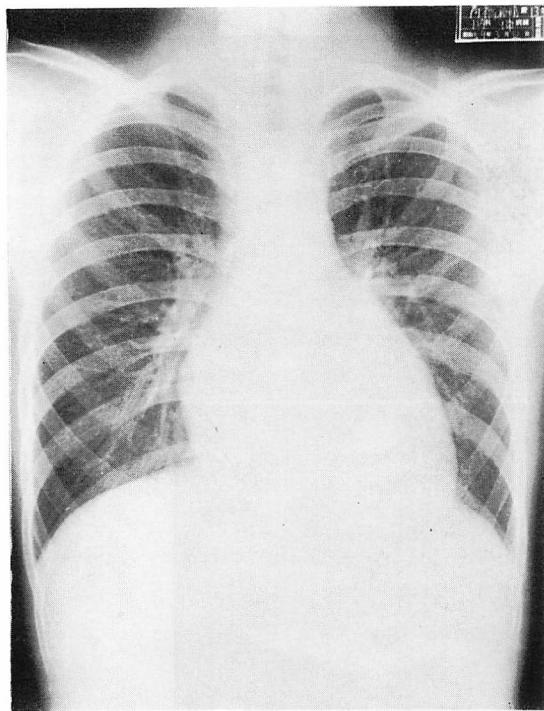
Chest radiograph of Case 3.
